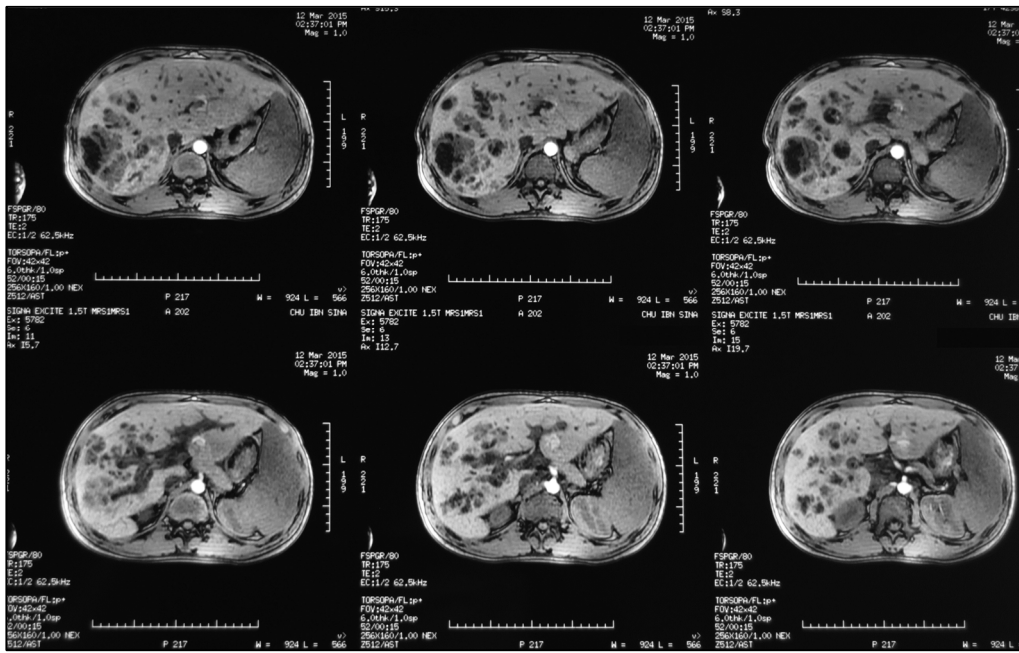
Bili-IRM: Abscès du foie droit avec dilatation des VBIH droites.
